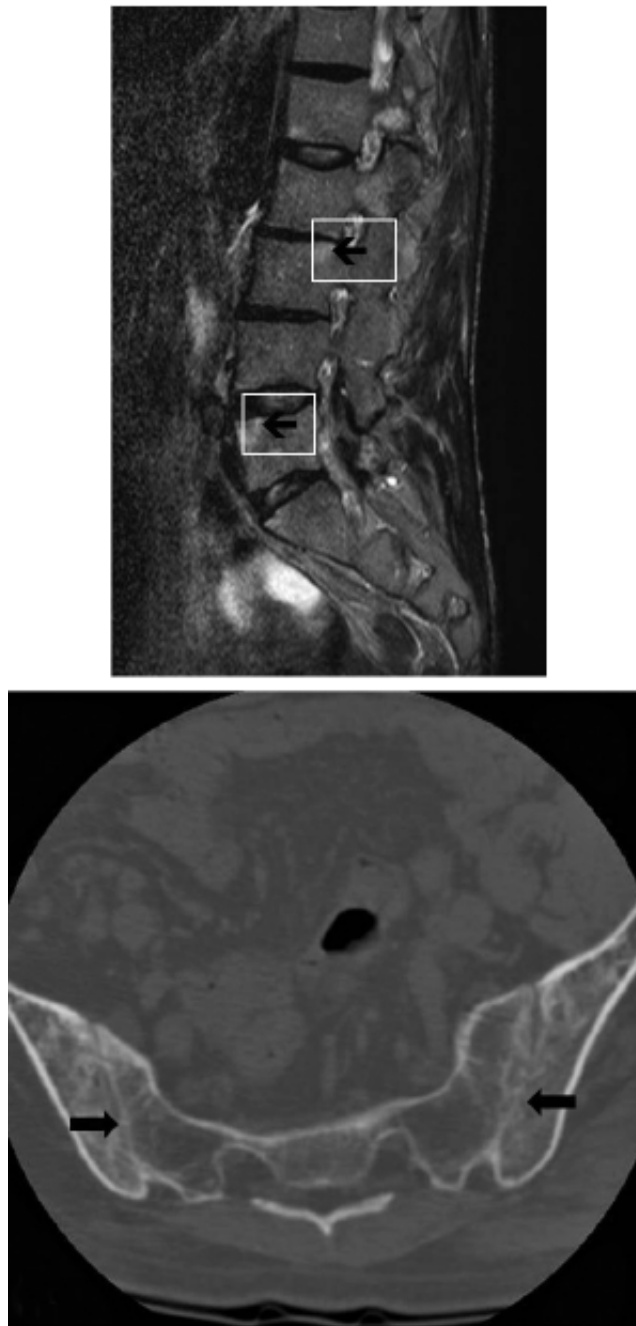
Tomografia computadorizada de articulações sacroilíacas. Sacroiliite bilateral com fusão dessas articulações (setas).
